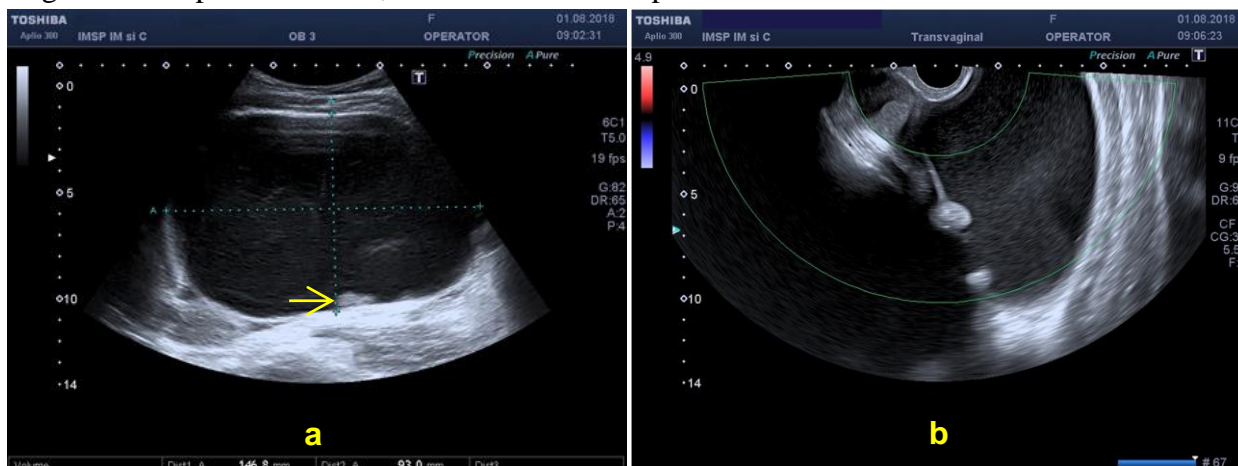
(a, b). USG transvaginală cu dopplerografie (P.D., 17 ani): CAP a ovarului stâng (146x109x93 mm), excrescențe papilare unice (→)
